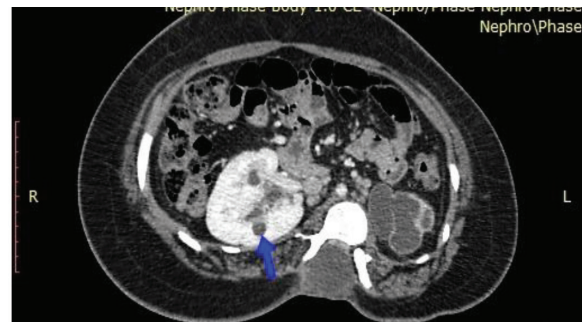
Дівчинка 15 років. Аксиальний скан КТ. Паренхіматозна фаза. Кісти правої нирки (*синя стрілка*). Гідронефротично трансформована ліва нирка. Менінгоцеле
